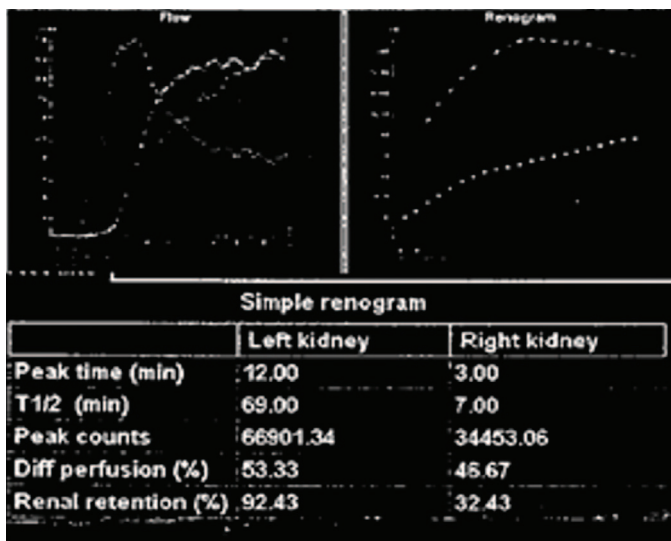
Динамическая нефросцинтиграфия до оперативного лечения
